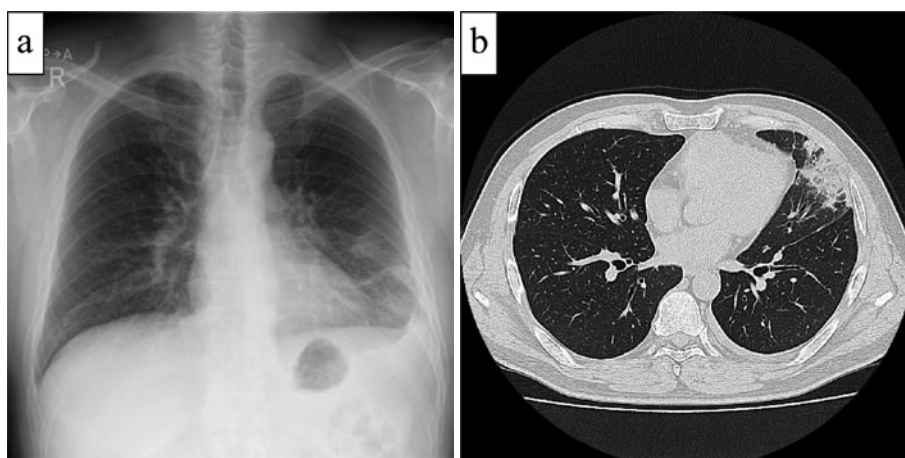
(a) 初診時の胸部X線写真. 左下肺野に浸潤影を認める. (b) 経過中の胸部CT像. 左舌区の間質影と少量の左胸水を認める.
